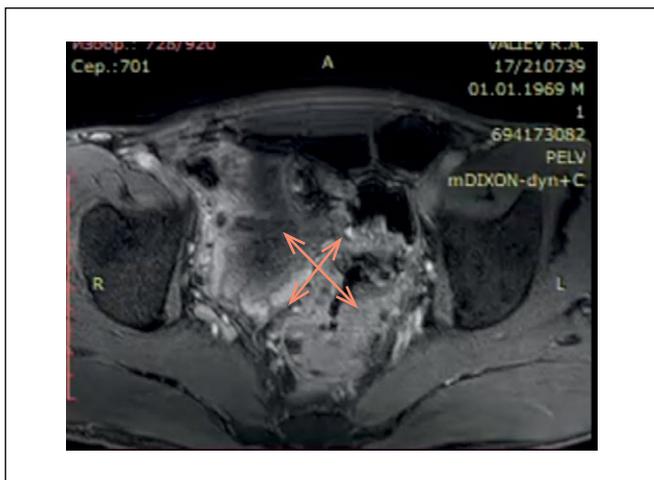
МРТ малого таза. Картина местнораспространенного рака прямой кишки (указано стрелками).
